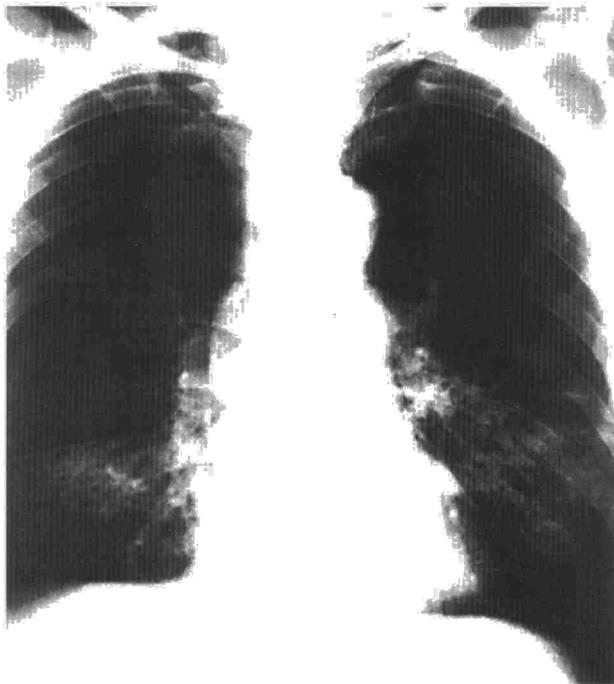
Radiografía de tórax donde se observa un patrón micronodular en ambas bases.
